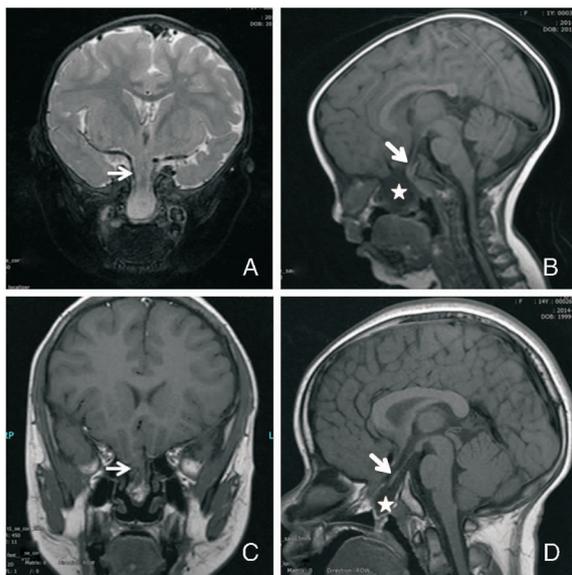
MRI示颅底可见脑脊液(☆)、脑组织(箭头)及部分垂体组织(箭头)膨出 A、B:同一患儿冠状位和矢状位图片; C、D:另一患儿冠状位和矢状位图片
